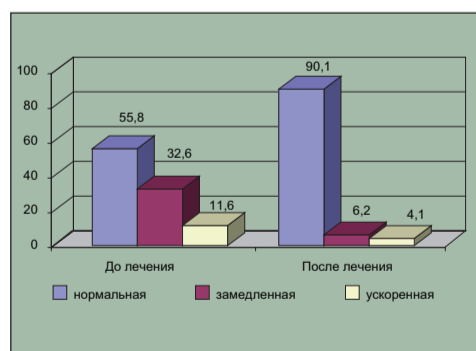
Динамика эвакуаторной функции желудка до и после назначения Мотилиума (по данным УЗИ)
